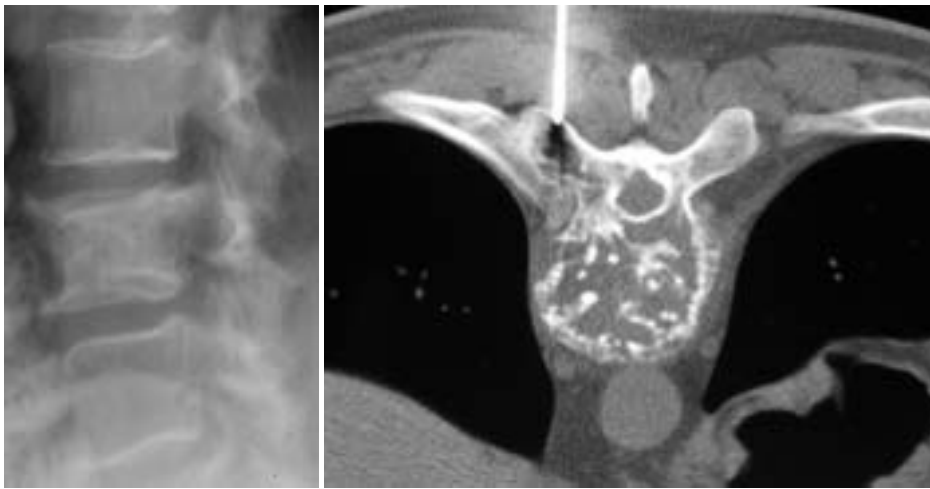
Lesiones solitarias: A) Cordoma en Rx; B) TC de un plasmocitoma
